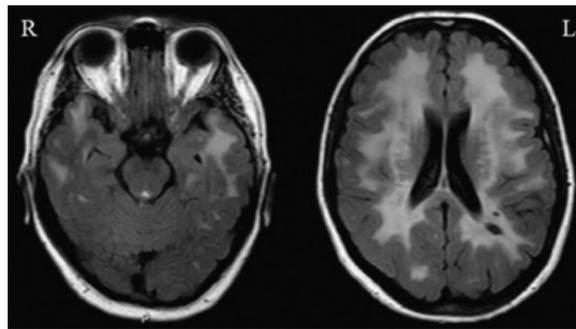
Risonanza magnetica (MRI) di un cervello con demenza vascolare.
